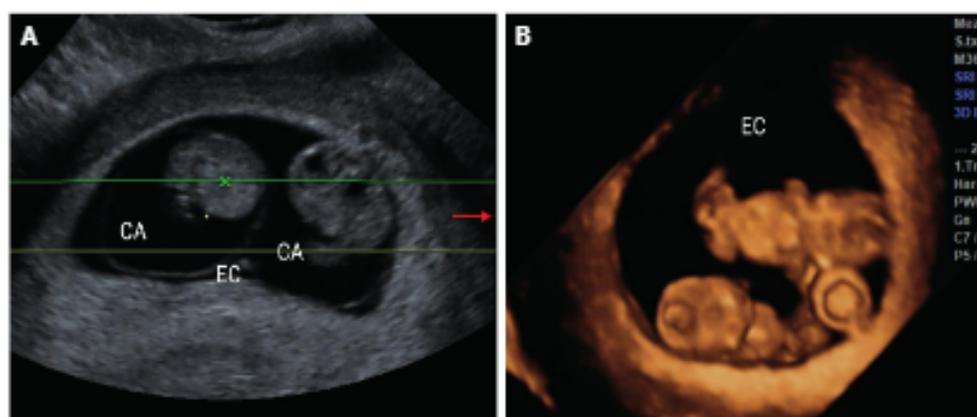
Gestación gemelar monocorial biamniótica de 8 semanas. Ecografía 3D en modo multiplanar. A) Plano longitudinal. B) plano coronal. Se identifica un único saco gestacional rodeado por una única masa placentaria (flecha), con dos cavidades amnióticas (CA), cada una con su embrión y un único espacio extracelómico (EC).
